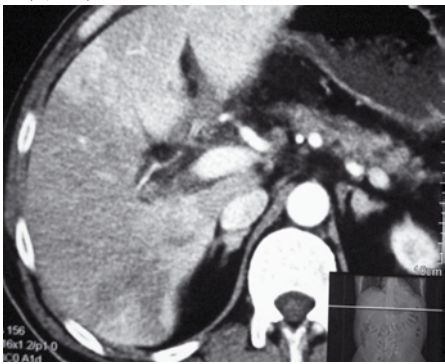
СКТ. Тромбоз воротной вены
